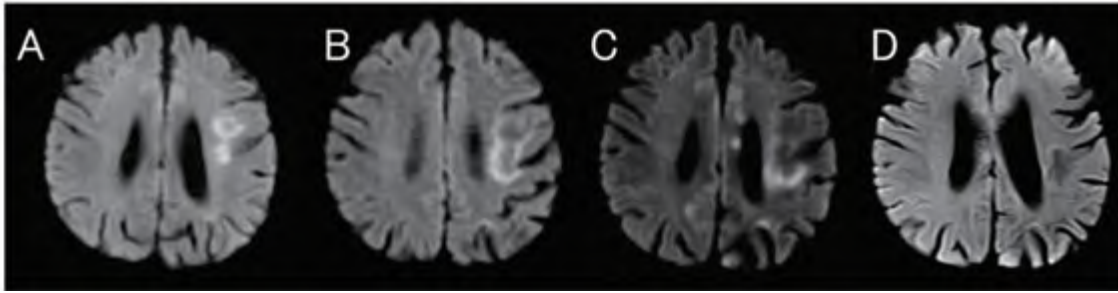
頭部MRI 拡散強調画像 (diffusion weighted image : DWI) の推移
